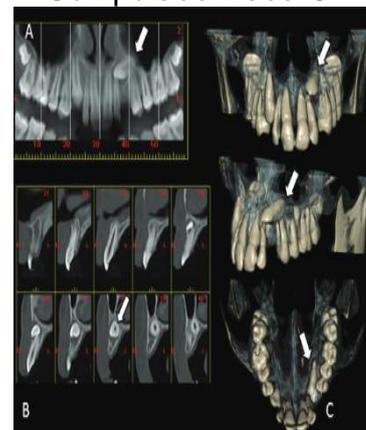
Imagens de Tomografia Computadorizada C
